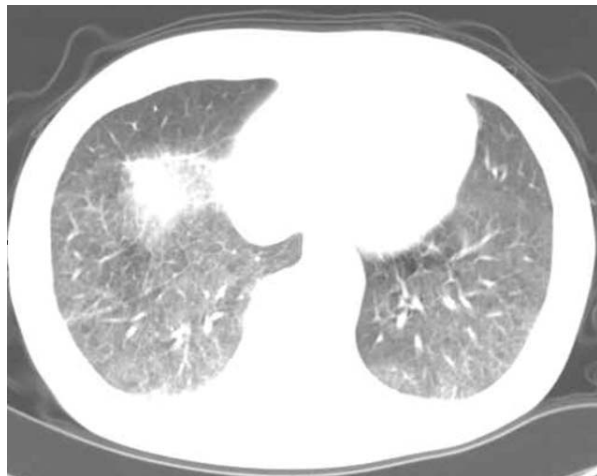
High resolution chest CT shows ground glass opacity on both lower lung field.
